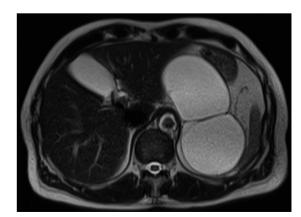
Resonancia magnética, corte transversal. Imagen hiperintensa en T2, se observa el septo interior de la lesión.
